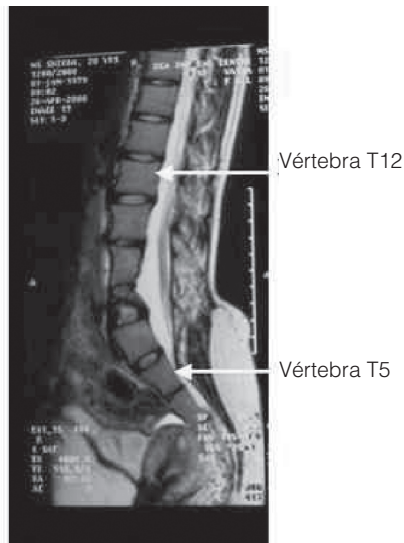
Ressonância Magnética da Coluna Lombossacral. Cavidade estendendo-se de T12 a L5.
